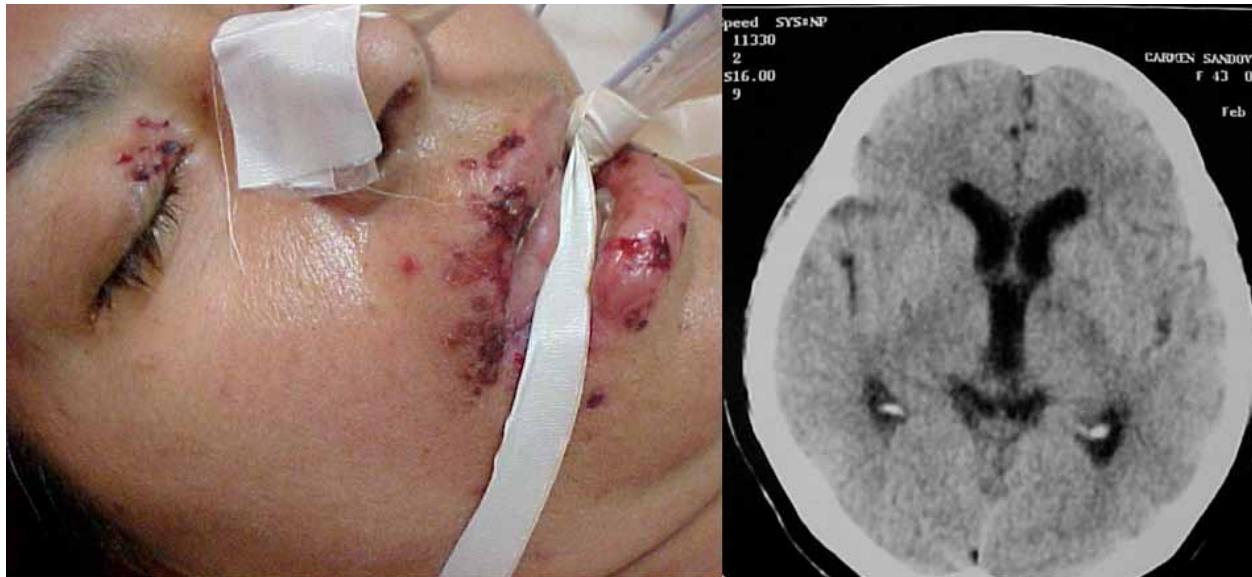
Herpes zoster agudo VI y V2 con participación oftálmica como vía de entrada de meningoencefalitis viral. La TAC de cráneo muestra edema cerebral. Esta complicación es grave y se describen infartos, meningitis linfocítica, vasculopatía multifocal, y edema cerebral secundario.
